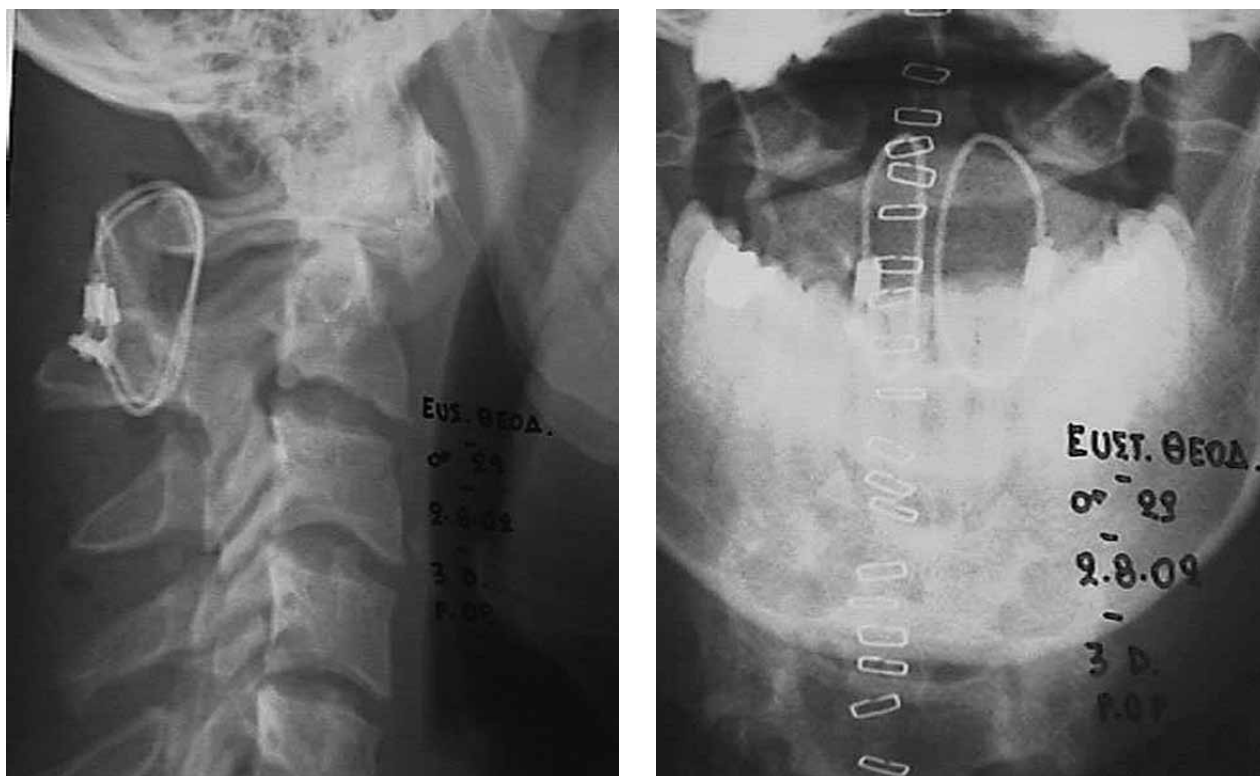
(a,b). Lateral (a) and anteroposterior (b) radiographs after fusion with posterior wiring
